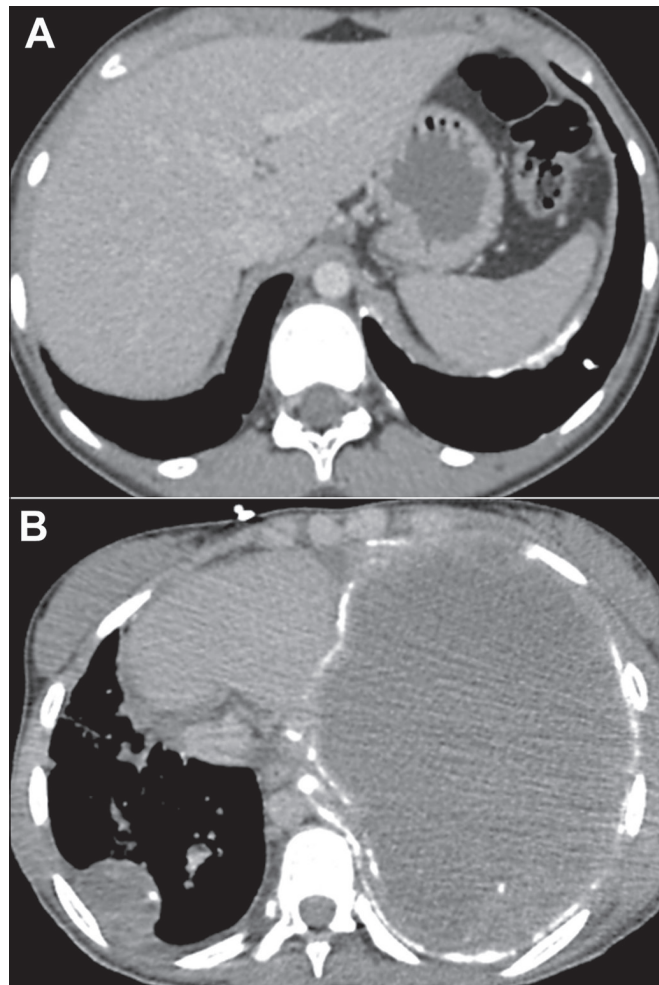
Metástases pleurais: Menina, 16 anos, com osteossarcoma primário na tíbia. TC com corte axial com janela de mediastino (A) mostra pequenos nódulos e placas pleurais calcificadas à esquerda. Exame feito um mês após (B) mostra piora substancial da doença, com opacificação completa do hemitórax esquerdo causada pela presença de grande massa não homogênea associada a espessamento e calcificação pleural, que ocupa toda a cavidade pleural, além de massa com calcificação à direita.
